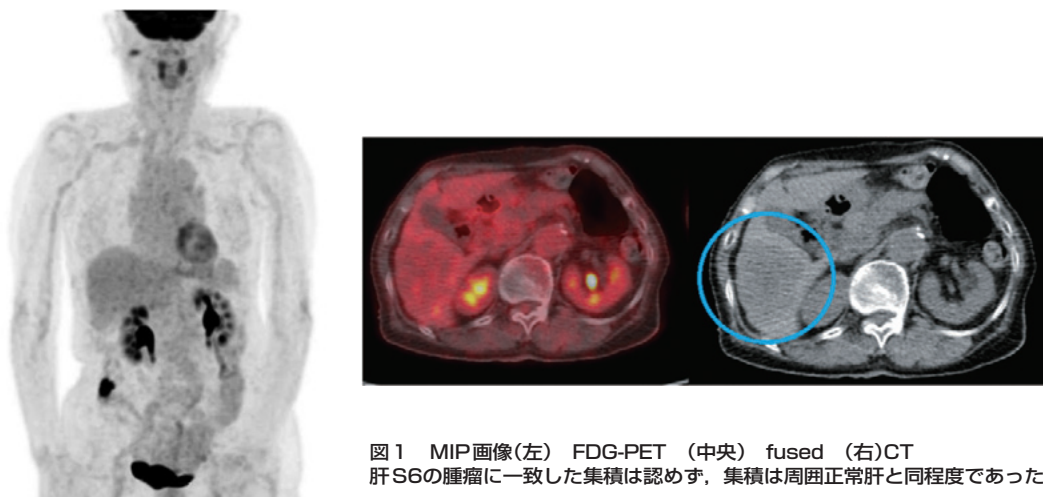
MIP画像(左) FDG-PET (中央) fused (右)CT
